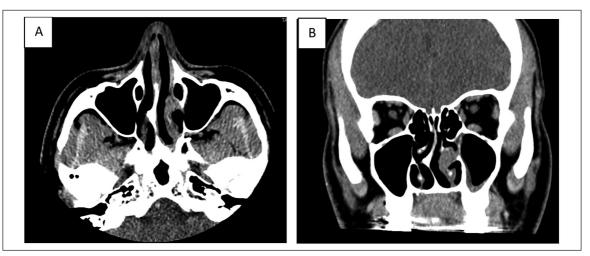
Tomografía computada de cavidades paranasales. Engrosamiento de mucosa nasal en relación al cornete inferior izquierdo, con realce tras uso de medio de contraste, de 8 mm de grosor. (A) Corte axial y (B) corte coronal.
